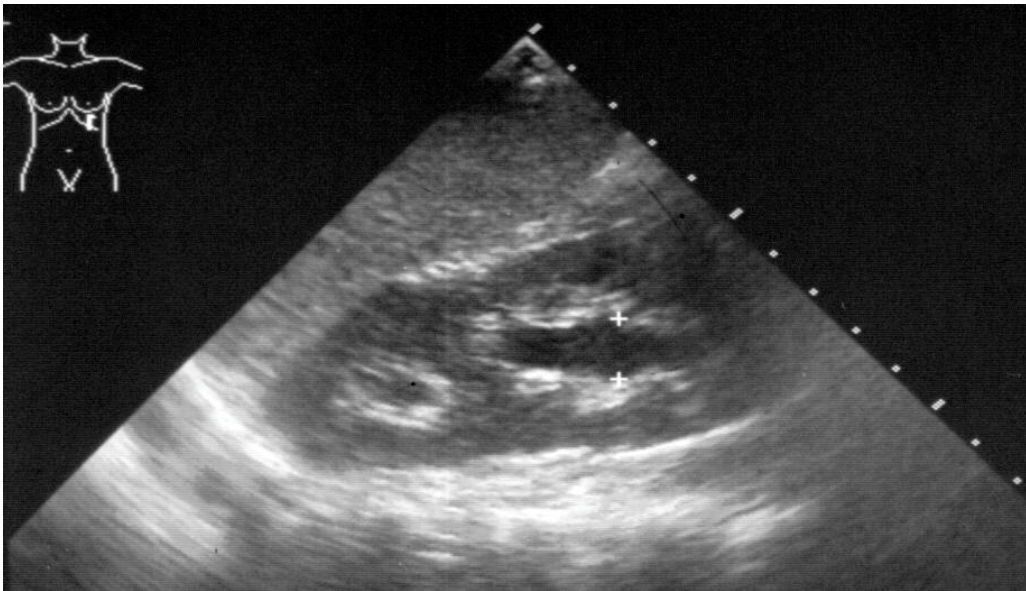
Doppelnieren, Sonographie
